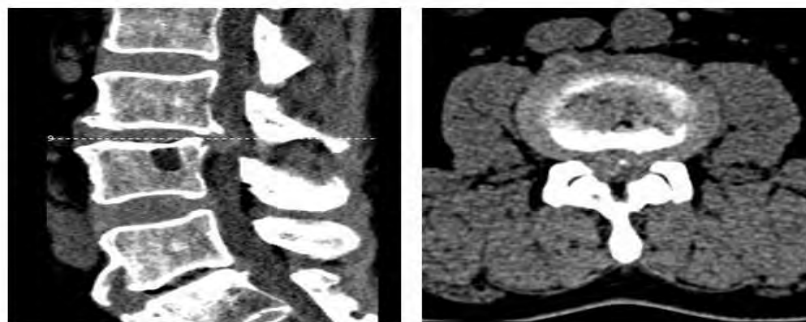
МСКТ. Хорошо видна грыжа (экструзия) диска L3-L4 на сагиттальной томограмме (слева). Грыжа МПД резко компримирует дуральный мешок, ее контуры хуже видны на аксиальной томограмме (справа).
